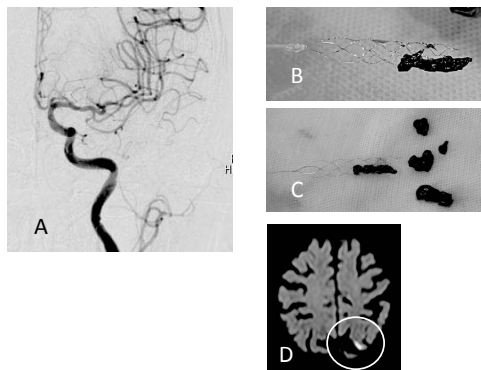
症例① A: 左内頸動脈撮影, 前後像, Solitaireにより血栓回収し, 再開通が得られた。B-C: 回収後のSolitaireと付着した血栓, 及び吸引によって回収した血栓。D: 術翌日のMRI DWI, 左頭頂葉に微小梗塞点を認めた。
